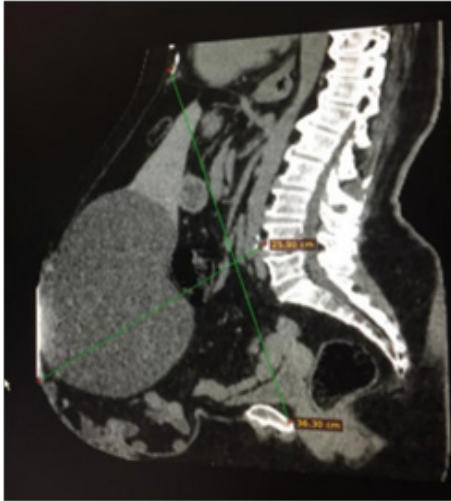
Cavidade abdominal e cisto hepático (TC corte axial)
